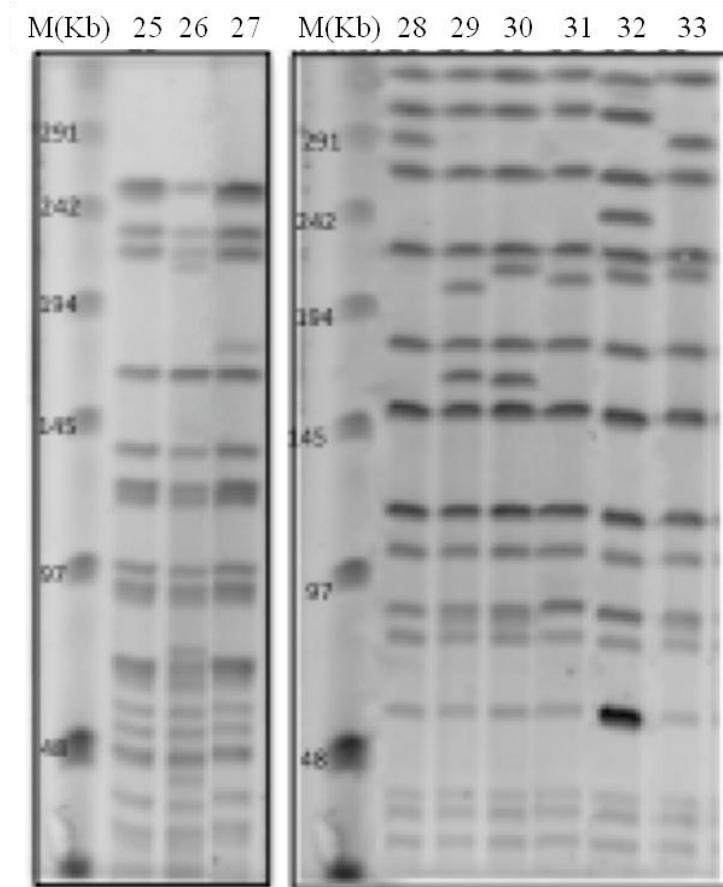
PFGE em que foi usada a enzima de restrição *Sma*I para bactérias transconjugantes de *E. faecium* BM4105RF e de *E. faecium* 64/3 e bactérias recetoras. M-Marcador (*Low Range PFG Marker*); *E. faecium* 64/3 (perfil 25), transconjugantes de *E. faecium* 64/3 (perfis 26-TCSN71.1 64/3; 27-TCHPH2.4 64/3). *E. faecium* BM4105RF (perfil 28), transconjugantes de *E. faecium* BM4105RF (perfis 29-TCSN71.1 BM; 30-TCH207.3 BM; 31-TC70411.5 BM; 32-TCE169.3 BM; 33-TCVD79C1.6 BM).
